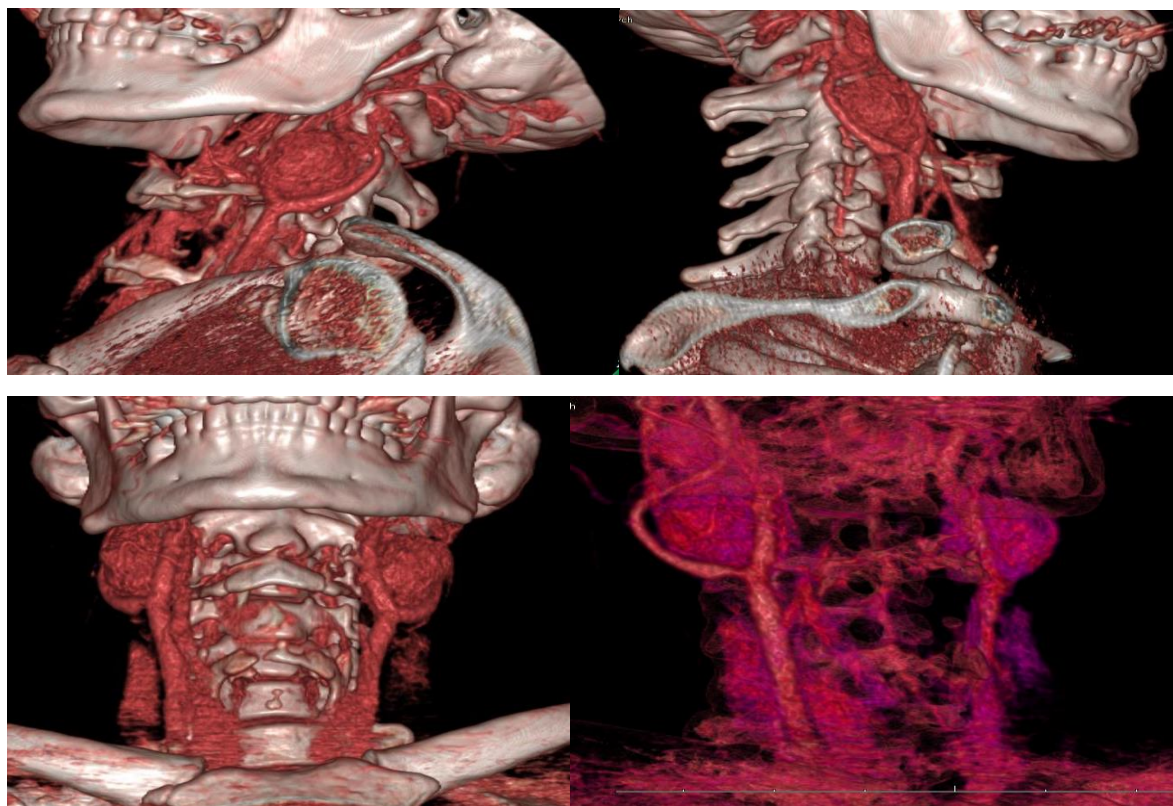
Серія знімків 3D КТ з контрастним підсиленням. На серії знімків виявлено ПКВ: справа – два локуси, зліва- один (іс. хвороби № 373/2017).
